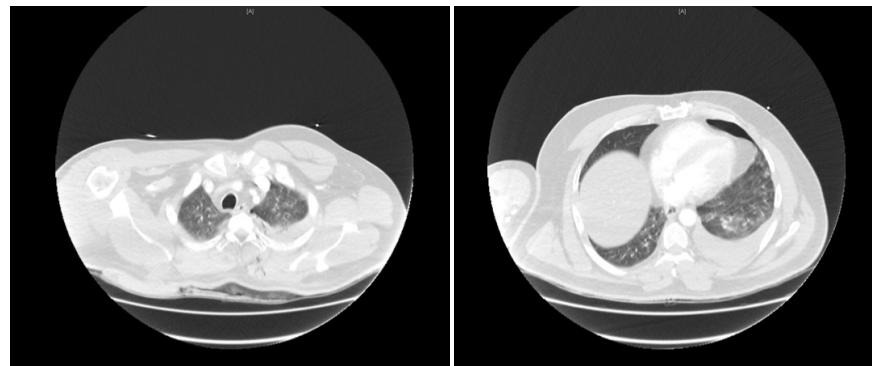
CT scan: male, 44 years, admission by emergency room after a stabbing, 2 thoracic stabbing injuries (right and left scapula), skin emphysema left close to 1. dorsal left ICS, left ventral pneumothorax (1.5 cm), left hemothorax (3 cm), suspicion of an active bleeding, open fractured the scapula and olecranon, Incision injuries dorsal wrist with severing of the extensor tendons, cardiopulmonary stable, GCS 15. ICS, intercostal space; CT, computed tomography; GCS, Glasgow Coma scale.
